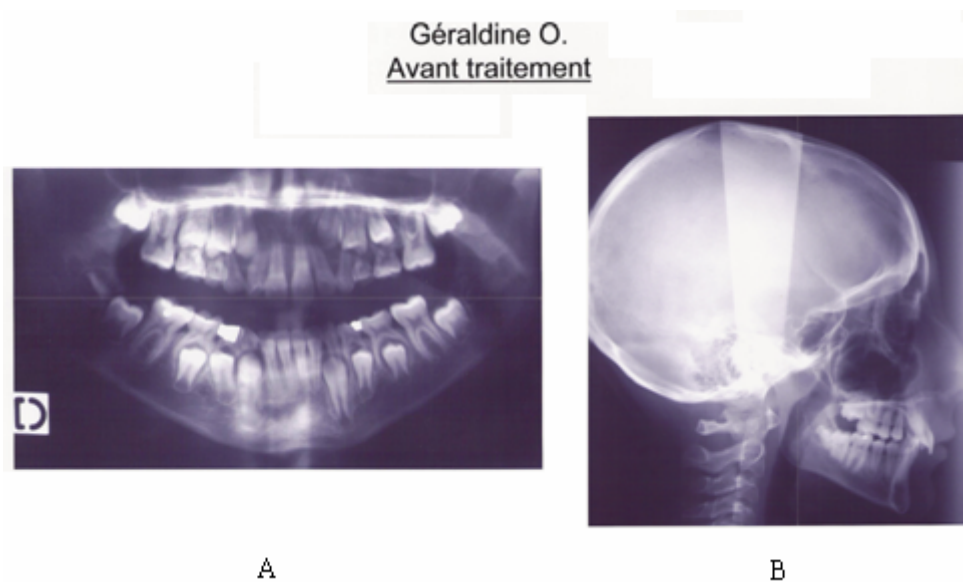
A, radiographie panoramique avant le traitement, B, téléradiographie de profil avant le traitement
